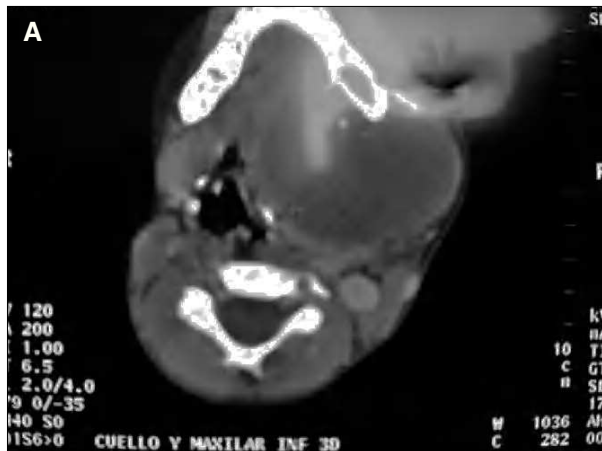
TC y reconstrucción.
